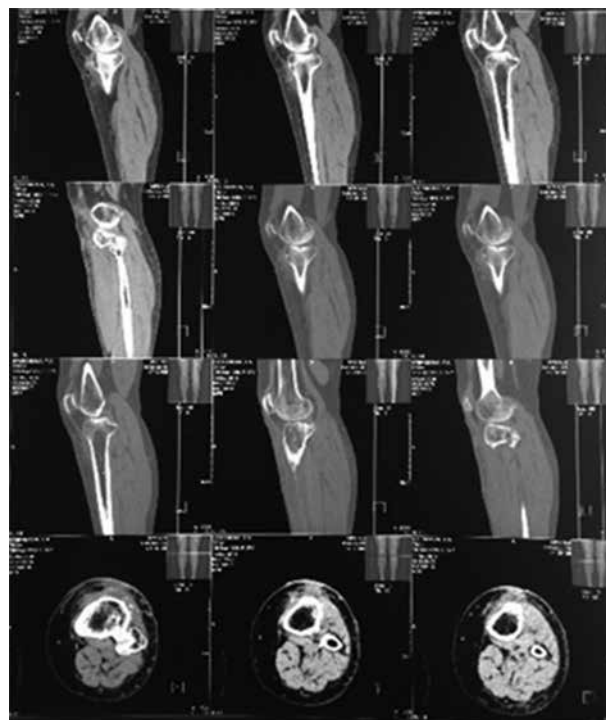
Пациентка С., 56 лет: КТ-исследование левого коленного сустава после удаления фиксаторов
